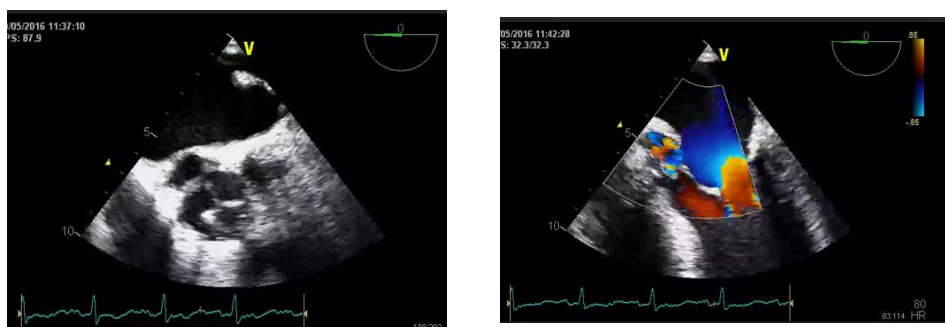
Ecocardiograma transesofágico que mostra endocardite da válvula mitral nativa e endocardite de prótese biológica em posição aórtica complicada de abscessos paravalvulares com regurgitação moderada/grave.
